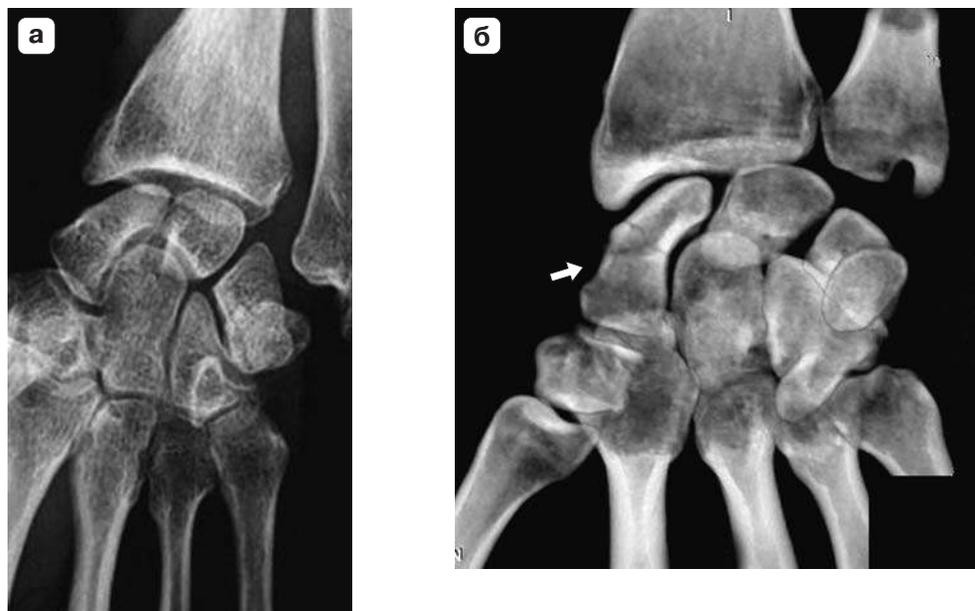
Рентгенограмма и конусно-лучевая томограмма правого лучезапястного сустава. а – на рентгенограмме в косой супинационной проекции (под углом 45°) убедительных данных о наличии переломов костей, образующих сустав, не получено; б – на конусно-лучевой томограмме с 3D-реконструкцией изображений выявлен многооскольчатый перелом ладьевидной кости без смещения отломков (стрелка).
